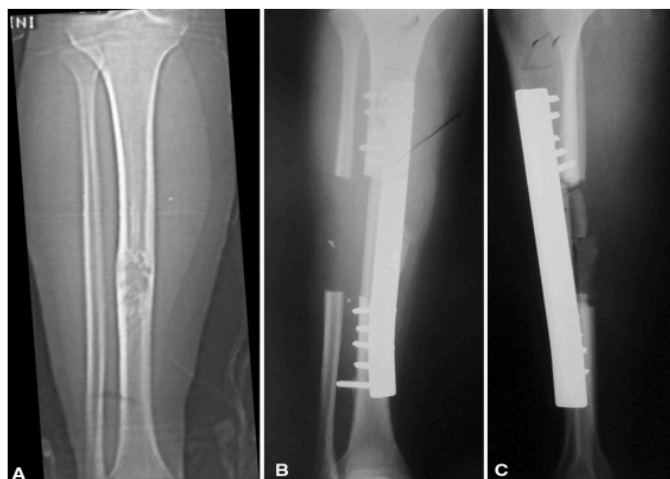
A) radiografia anteroposteriore della tibia destra di una donna di 21 anni con adamantinoma¹. B) C) Radiografie anteroposteriore e laterale 2 anni dopo ampia resezione e ricostruzione con autotrapianto fibulare vascolarizzato.
